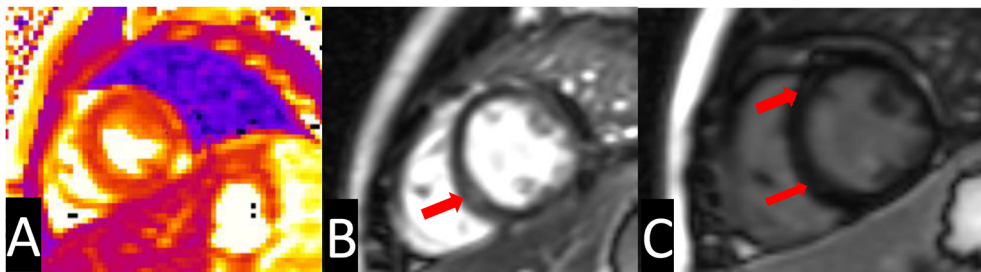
Image of cardiac MRI
